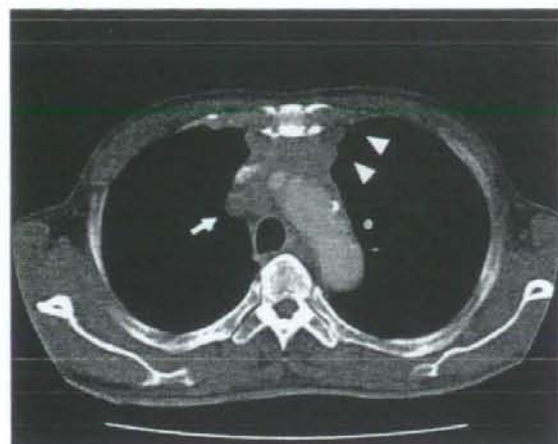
A 61-year-old man with thymic carcinoma (type C). Enhanced transaxial CT scan (10-mm collimation) obtained at the level of the aortic arch shows a 6.0 × 2.5-cm, oval, anterior mediastinal mass with a lobulated contour and a blunt sternum-anterior angle (white arrowheads). Also note the enlarged right paratracheal lymph node (white arrow).
